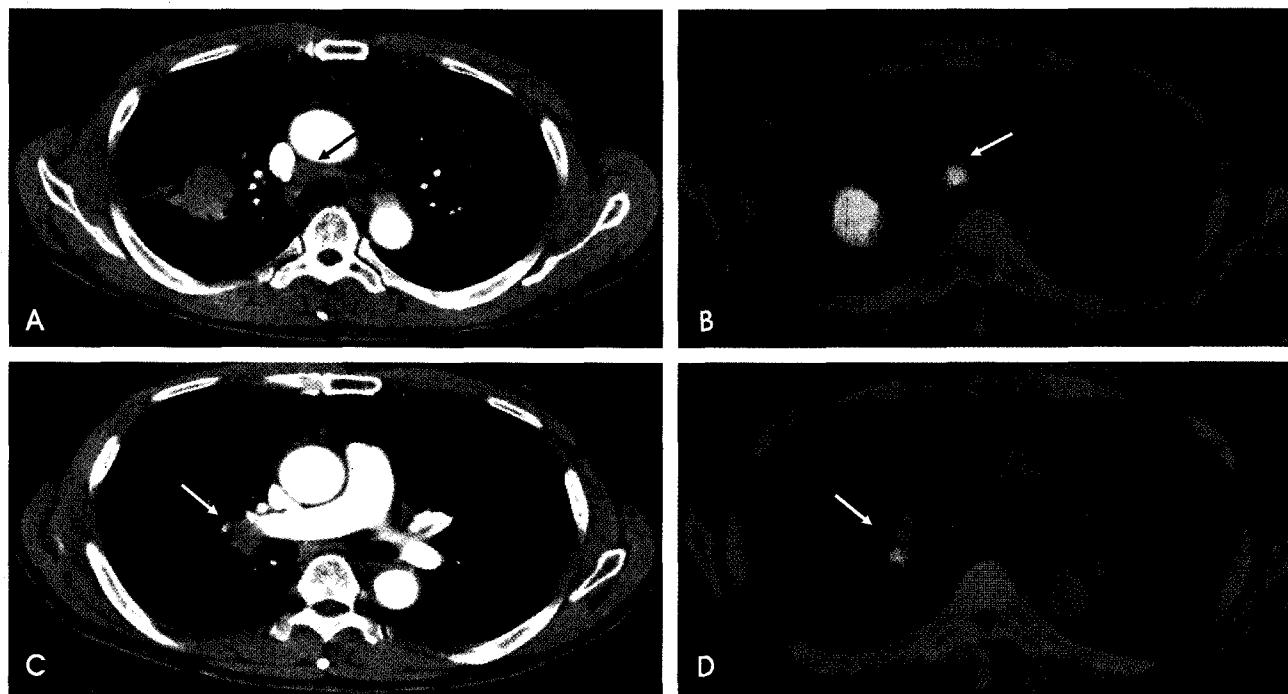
A 62-y-old man with non-small cell lung cancer. (A, and B) Chest CT and F-18 FDG PET scan shows an enlarged subcarinal lymph node with FDG uptake. (C, and D) Chest CT and F-18 FDG PET scan shows an enlarged right hilar lymph node with FDG uptake. However, excisional biopsy with mediastinoscopy confirmed no tumor cells in subcarinal and right hilar lymph nodes.
